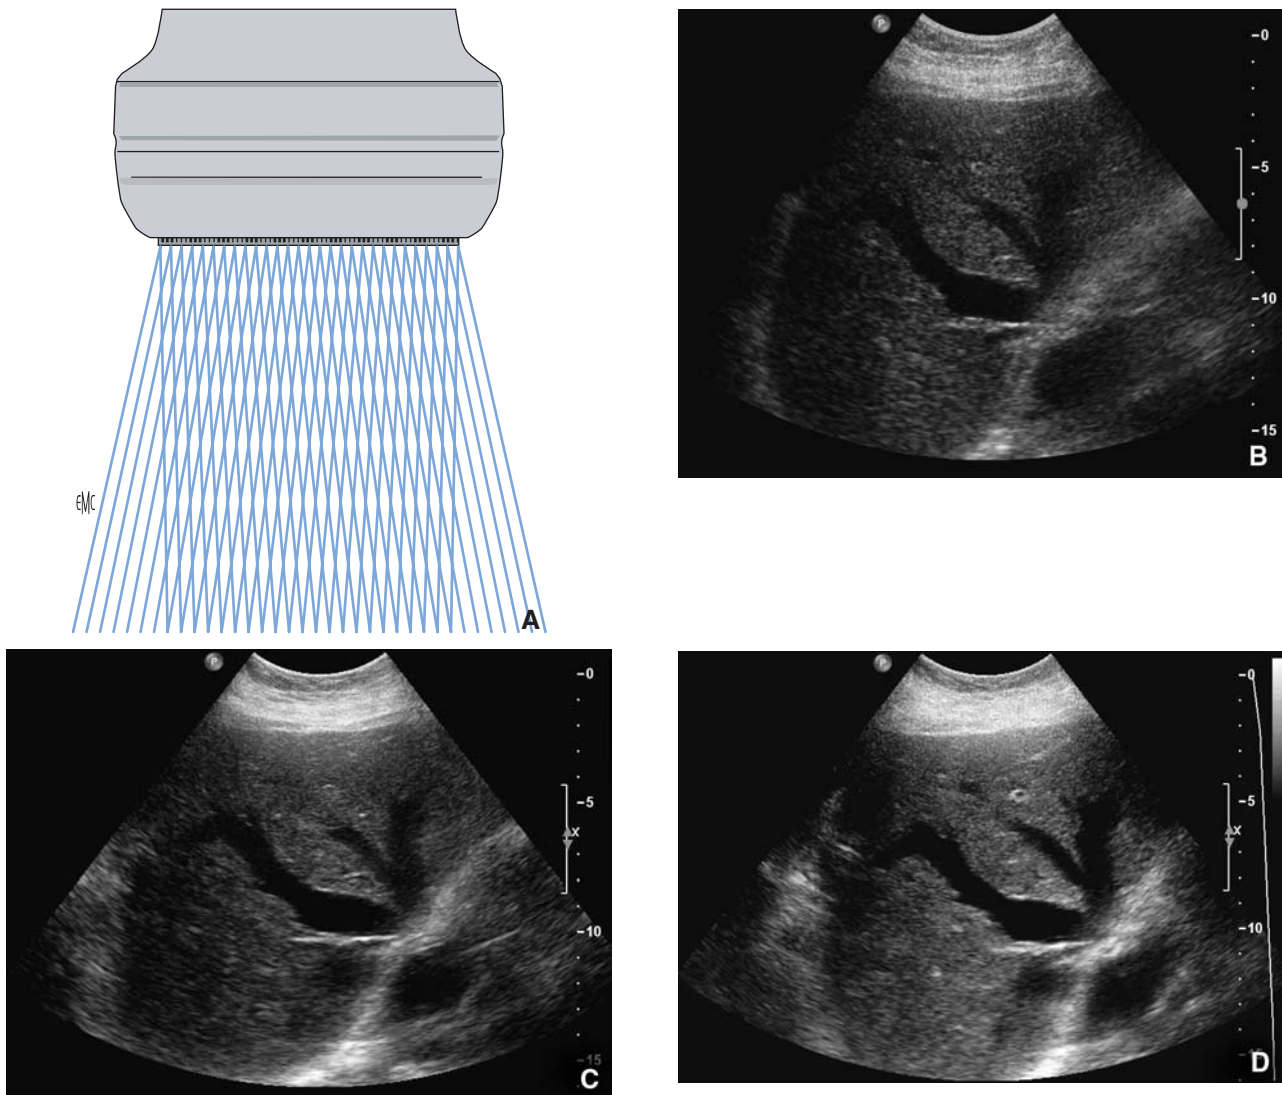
Imagerie *compounding* (Sono CT[®]ATL).
